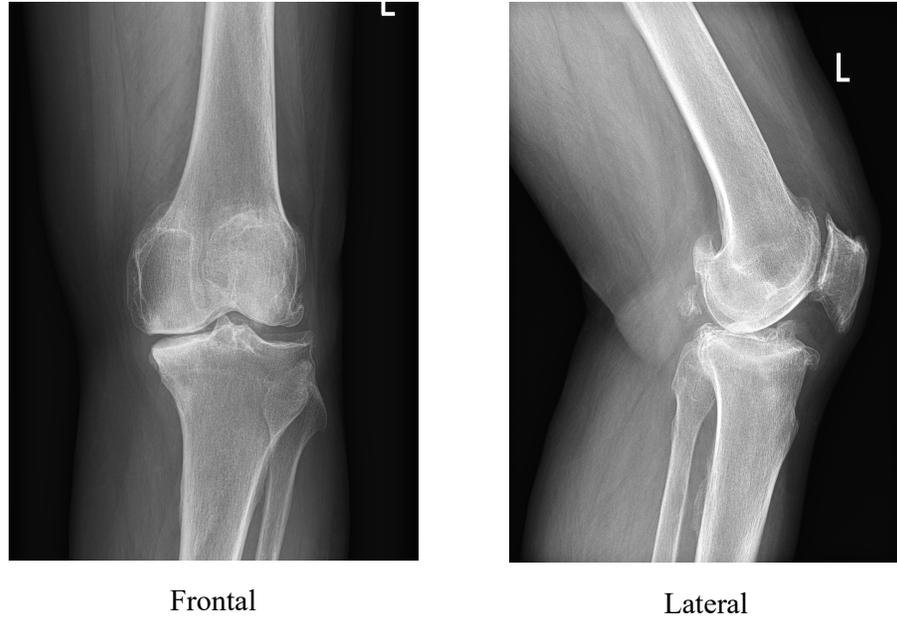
Radiografi Osteoarthritis Lutut
